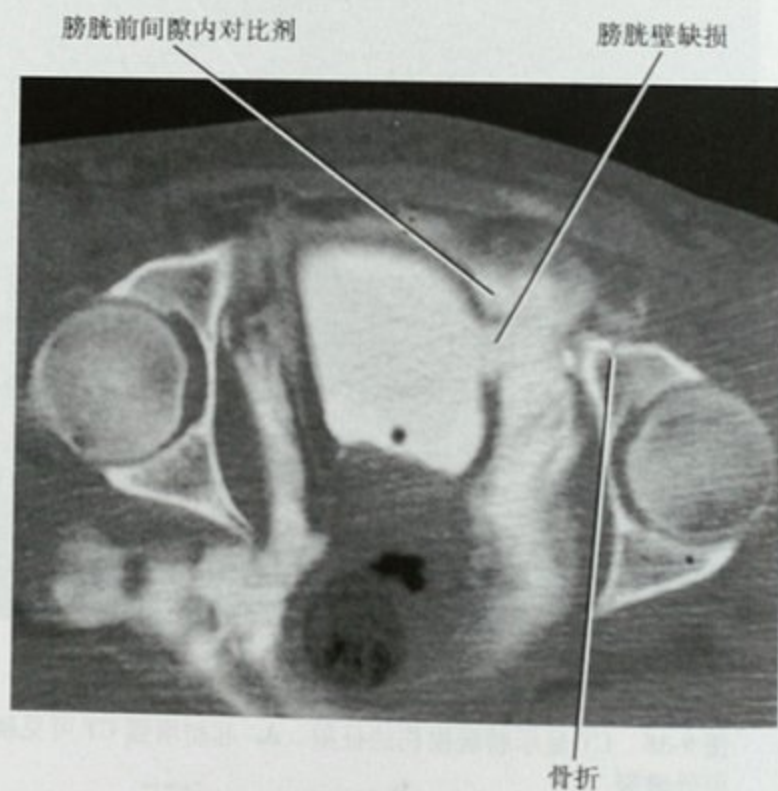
CT 膀胱造影显示腹腔外膀胱破裂。膀胱内注入稀释对比剂后 CT 扫描可见膀胱左壁大的缺损,对比剂外溢至腹腔外软组织内。注意因为多发骨盆骨折和关节分离而致髋臼不在同一平面
